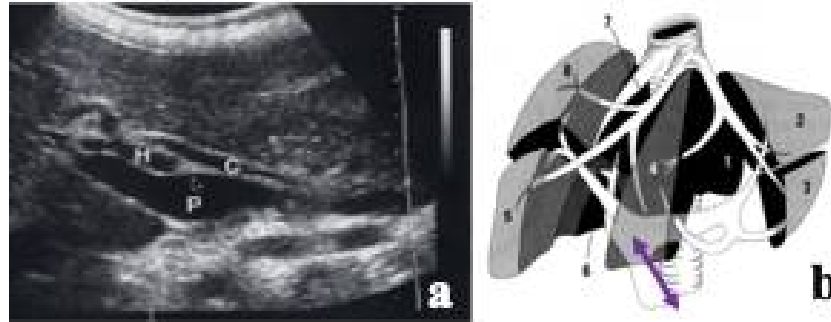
a/Image échographique qui correspond à la coupe oblique sous costale
